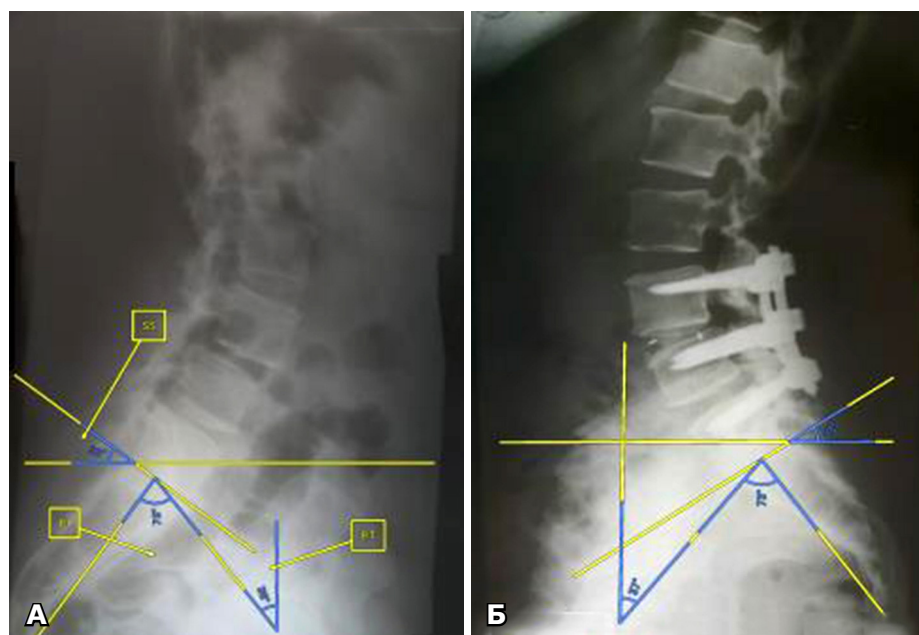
Рентгенологічний контроль до та після операції за традиційною методикою малоінвазивної задньої міжтелової стабілізації хребців
